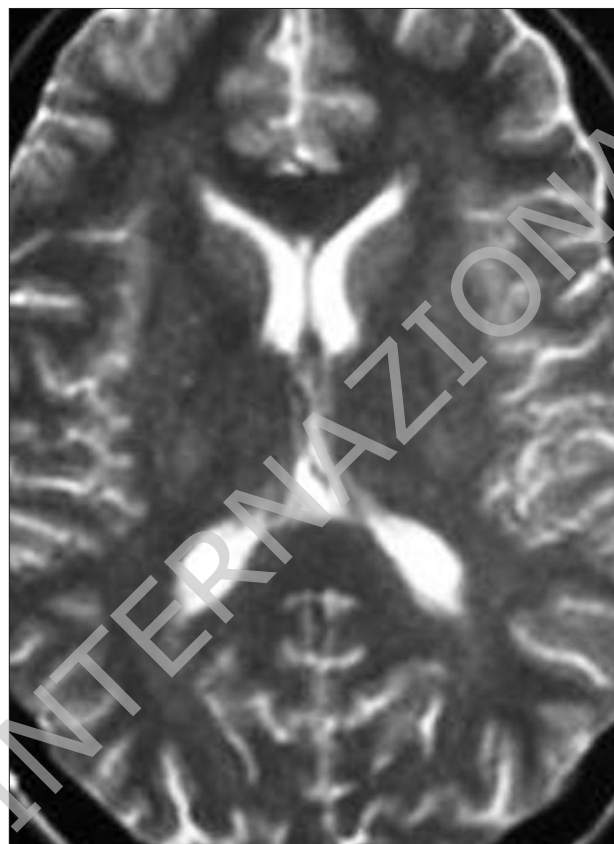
RMN cerebrale, immagini assiali T2-pesate: presenza di iperintensità bilaterali asimmetriche nel midollo e nei gangli della base.
